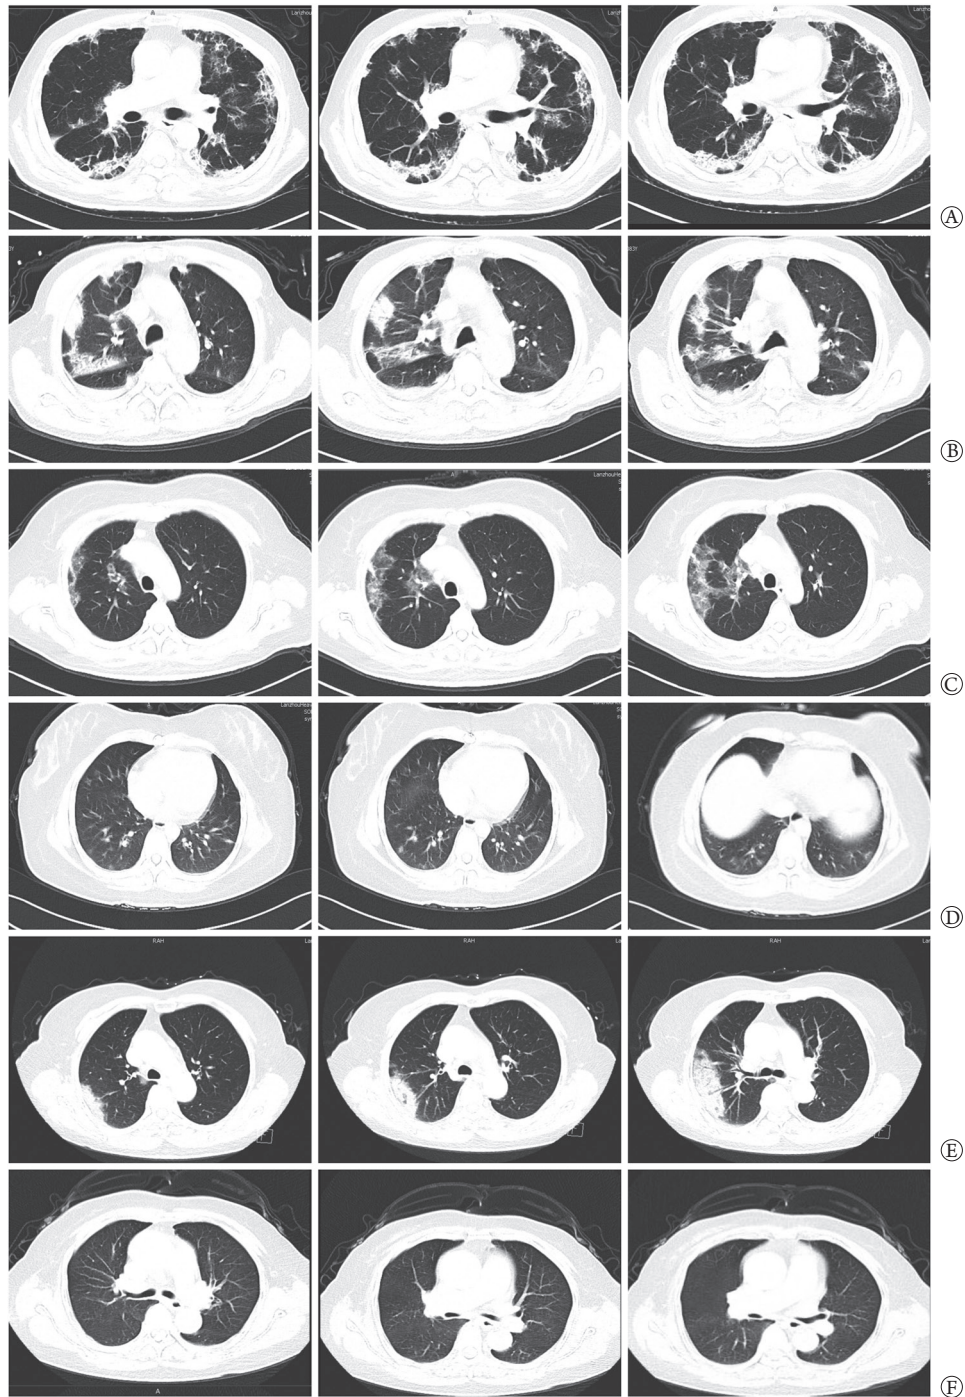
SARS-CoV-2 Delta变异株引起的甘肃省本土确诊病例典型胸部CT表现示例
